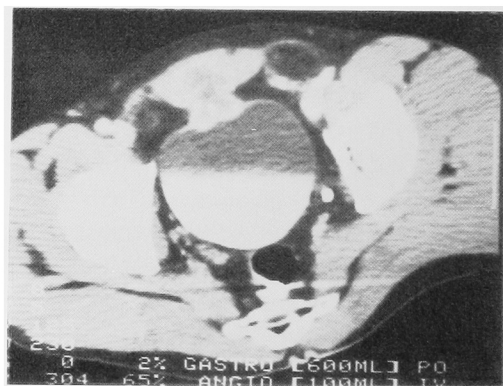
Lower abdominal CT-scan in case 5, showing tumor invading into the abdominal wall
